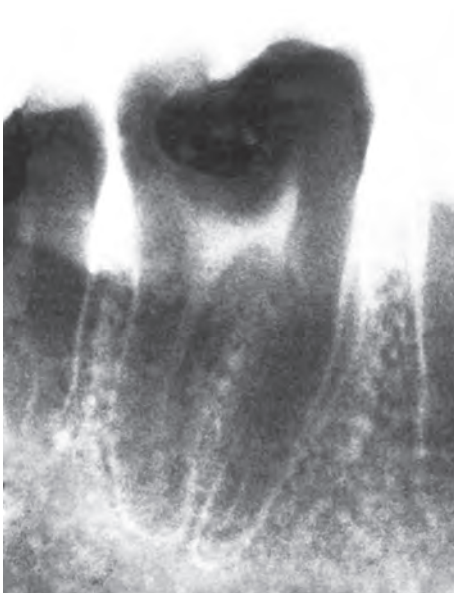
Внутриротовая периапикальная рентгенограмма. Невыраженное расширение периодонтальной щели у зуба 4.6 при остром периодонтите
